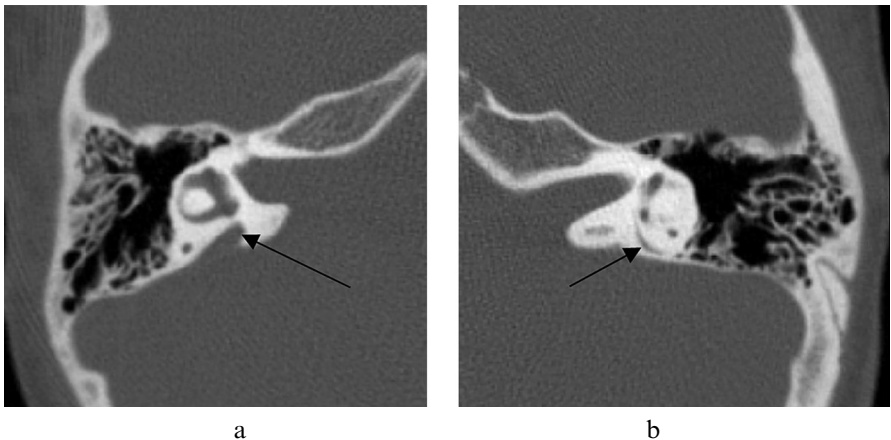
a/Coupe TDM axiale en constantes osseuses, en ultra haute résolution 0.6 mm montrant une dilatation de l'aqueduc du vestibule droit (flèche).
